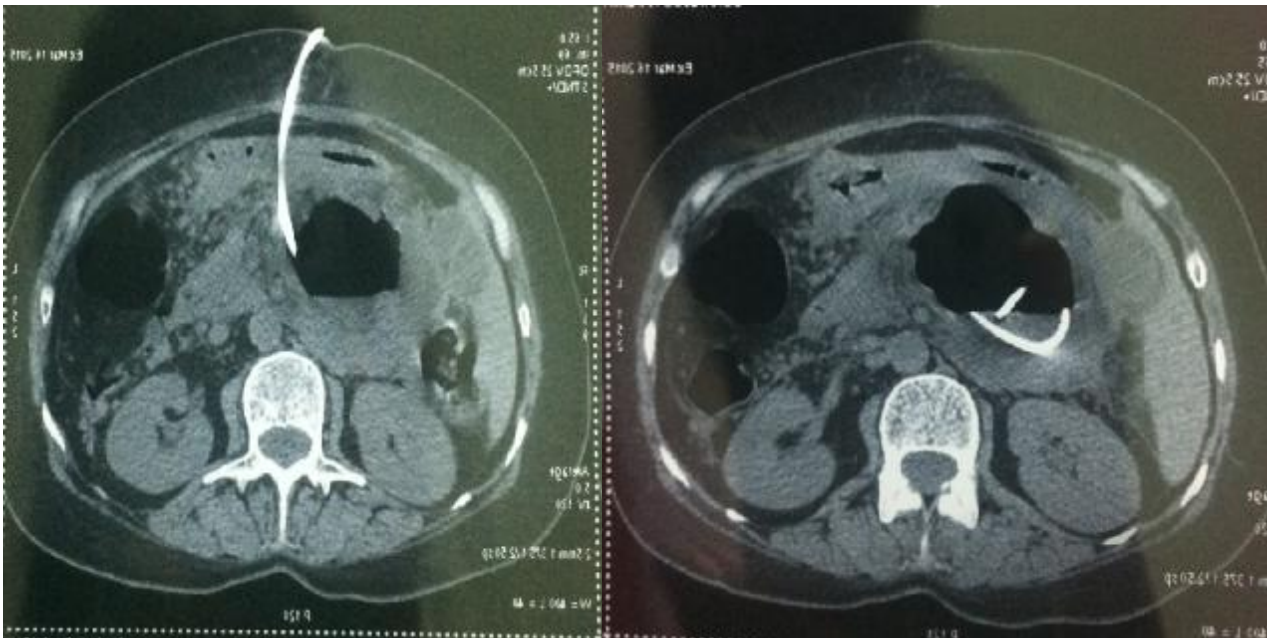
TDM abdominale de contrôle après DPC chez une patiente de notre étude montrant un drain en place dans le pseudo-kyste du pancréas avec niveau hydro-aérique.
